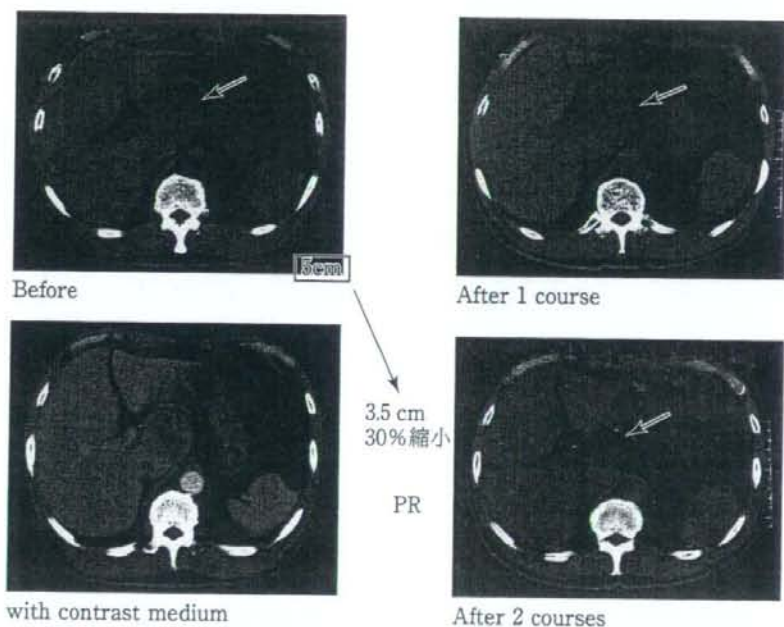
CT による bulky N2 の評価
